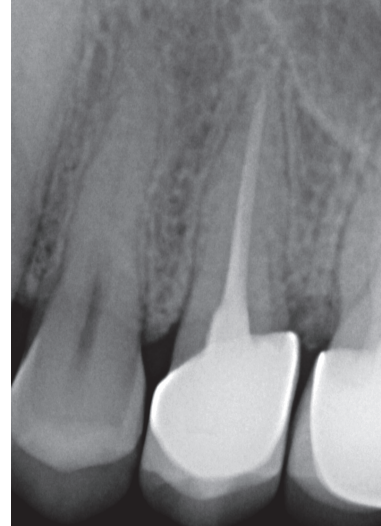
Röntgenbild vor der Operation.
